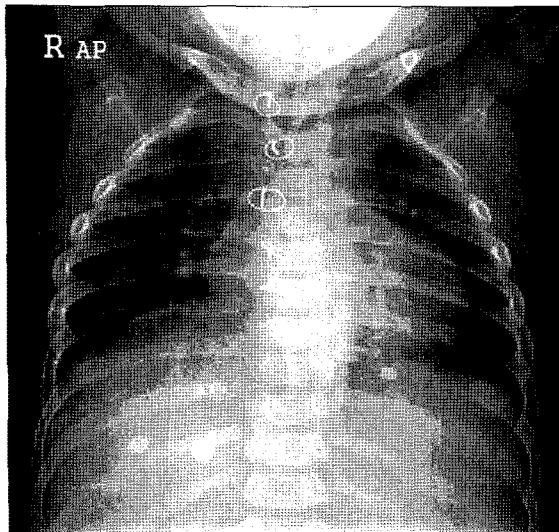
Chest roentgenography was taken five months later after bidirectional cavopulmonary shunt.
